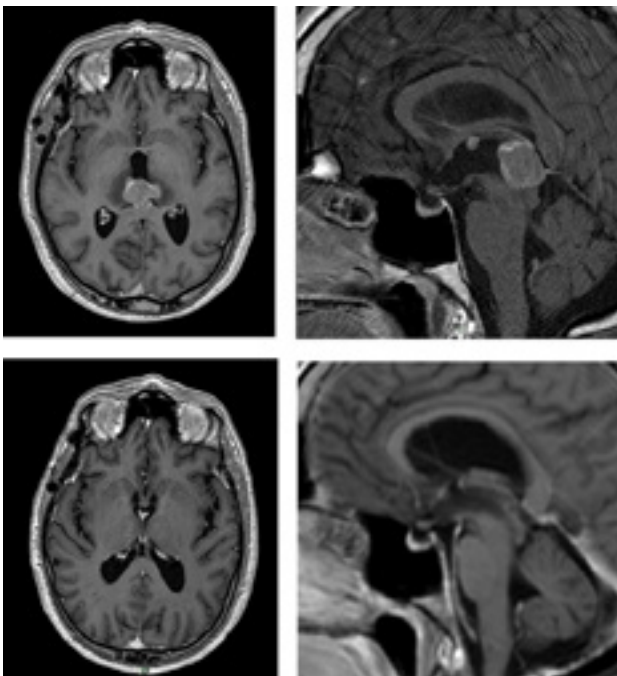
RMN de encéfalo con contraste. En hilera superior (corte axial a izquierda y sagittal a derecha) se objetiva voluminosa lesión nodular que realza de modo heterogéneo con gadolinio. En hilera inferior se presentan las imágenes del control a los 3 me-ses del postoperatorio.
